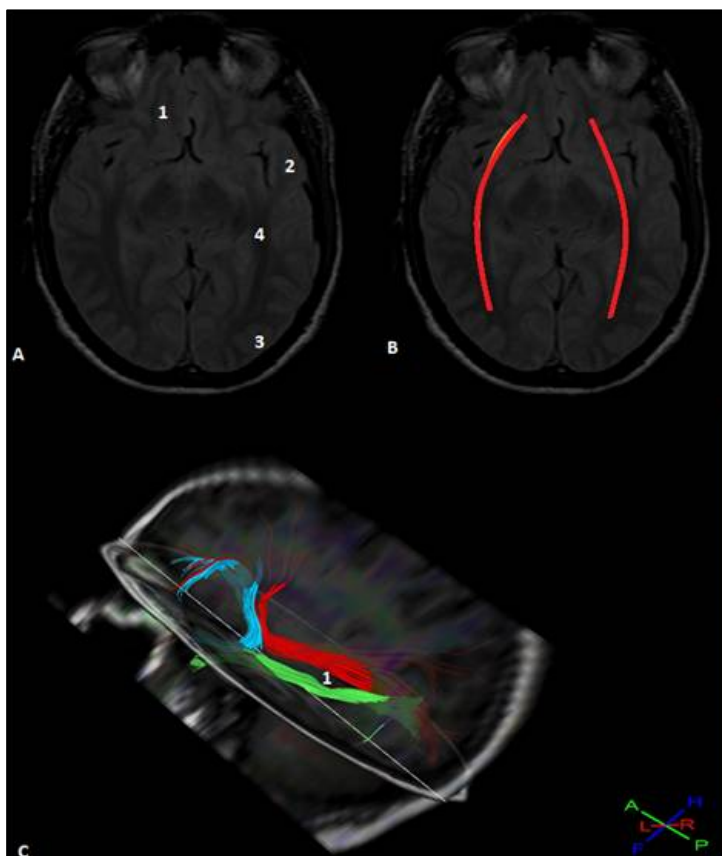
A. Corte axial de RM en donde se observan: 1 corteza orbitaria inferior, 2 corteza temporal anterior, 3 corteza occipital y 4 FOFI. B. Corte axial de RM en donde se observa el FOFI (rojo). C: Tractografía en dos planos de corte tanto axial como parasagital, se observa al FOFI (rojo), por encima del asta temporal del ventrículo lateral (1) y FLI (verde), medial y superior al FU (celeste).
